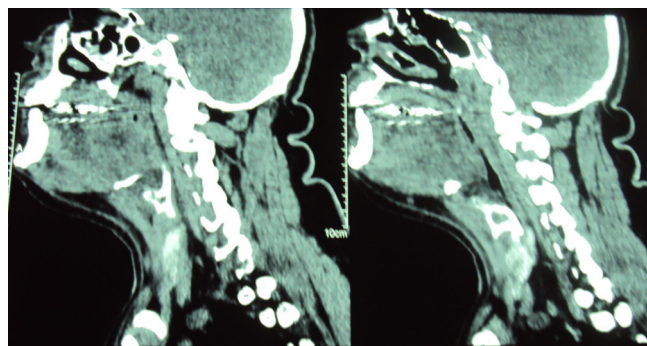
Tomografia de pescoço e face evidenciou heterogeneidade da densidade associado a aumento irregular da base da língua à direita, determinando significativo estreitamento da luz traqueal.
